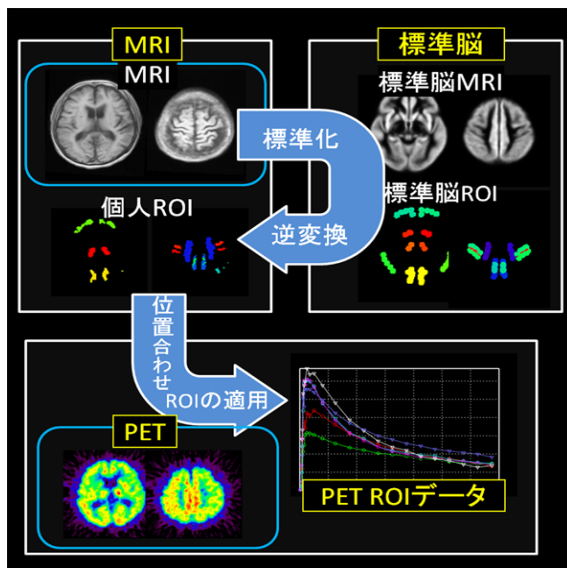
MRI を用いた PET 自動 ROI 設置システムの概要
